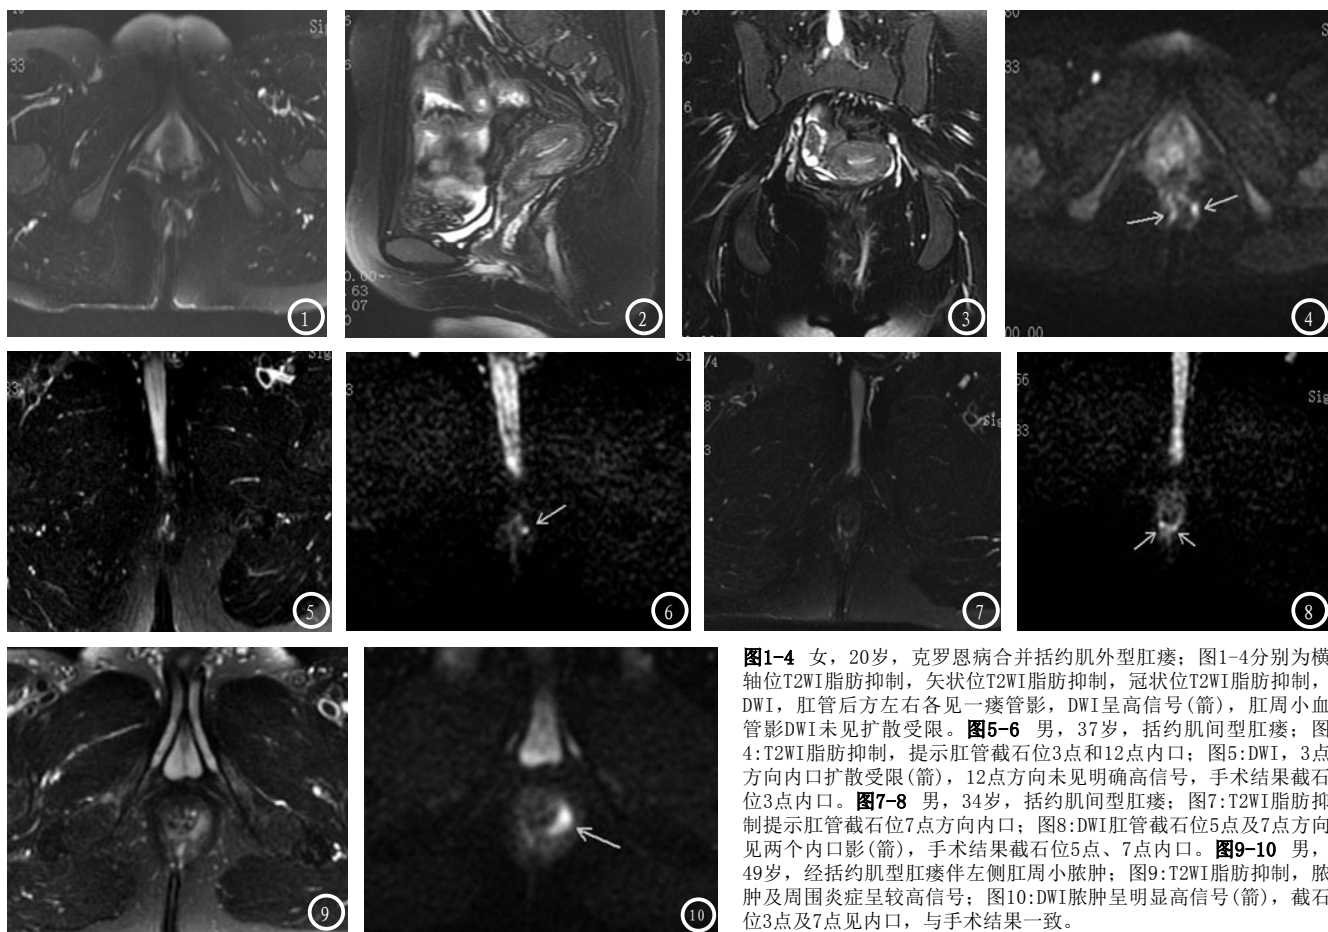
女, 20岁, 克罗恩病合并括约肌外型肛瘘; 图1-4分别为横轴位T2WI脂肪抑制, 矢状位T2WI脂肪抑制, 冠状位T2WI脂肪抑制, DWI, 肛管后方左右各见一瘘管影, DWI呈高信号(箭), 肛周小血管影DWI未见扩散受限。图5-6 男, 37岁, 括约肌间型肛瘘; 图4: T2WI脂肪抑制, 提示肛管截石位3点和12点内口; 图5: DWI, 3点方向内口扩散受限(箭), 12点方向未见明确高信号, 手术结果截石位3点内口。图7-8 男, 34岁, 括约肌间型肛瘘; 图7: T2WI脂肪抑制提示肛管截石位7点方向内口; 图8: DWI肛管截石位5点及7点方向见两个内口影(箭), 手术结果截石位5点、7点内口。图9-10 男, 49岁, 经括约肌型肛瘘伴左侧肛周小脓肿; 图9: T2WI脂肪抑制, 脓肿及周围炎症呈较高信号; 图10: DWI脓肿呈明显高信号(箭), 截石位3点及7点见内口, 与手术结果一致。
